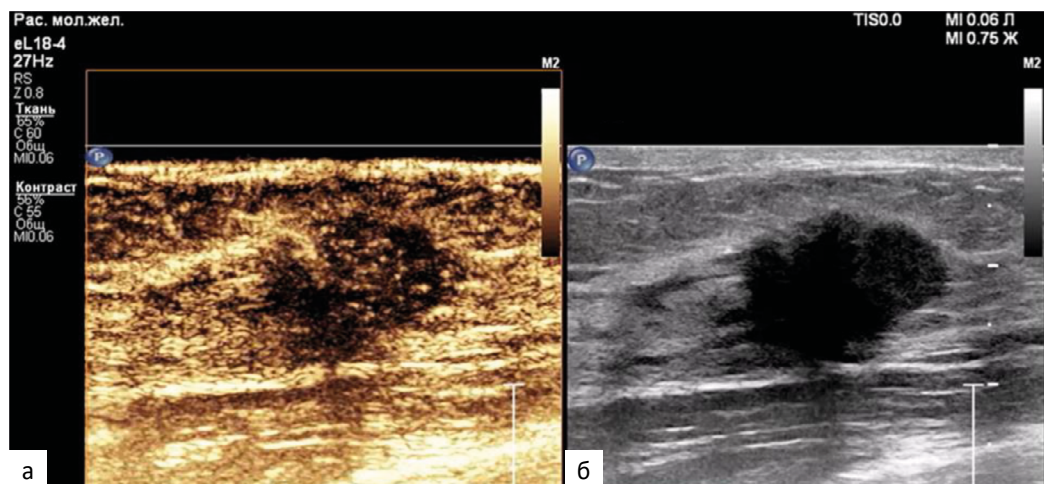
УЗИ с контрастным усилением (а), УЗИ в В-режиме (б). Рак левой молочной железы
